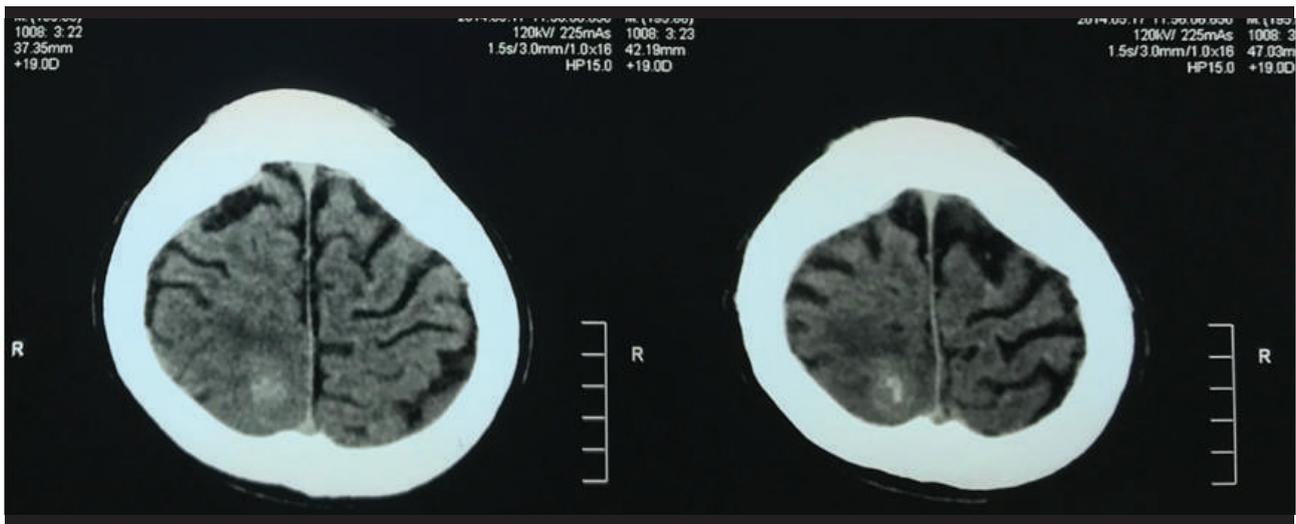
Tomografía cerebral sin contraste. Tomada en el primer ingreso del paciente al servicio de emergencia.
